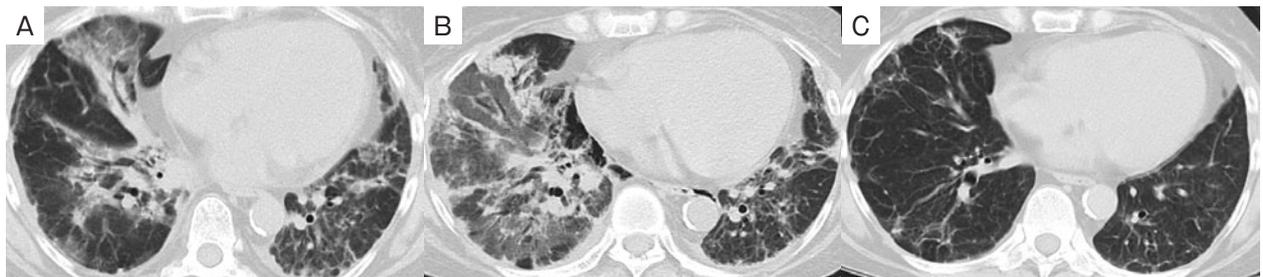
治療開始後の胸部CT画像所見. (A) 入院後13日目のIVCY開始時. (B) 入院後27日目の2回目のIVCY開始時. (C) 治療開始6ヶ月後.
